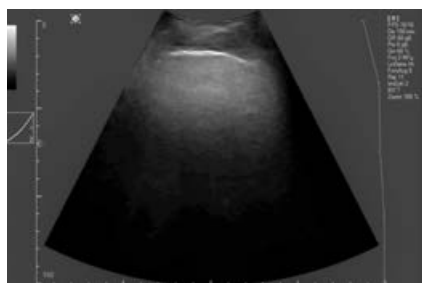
УЗИ легких пациента Н. (21-й день): плевральная линия четкая, ровная, не утолщена (менее 3 мм); В-линии отсутствуют.
